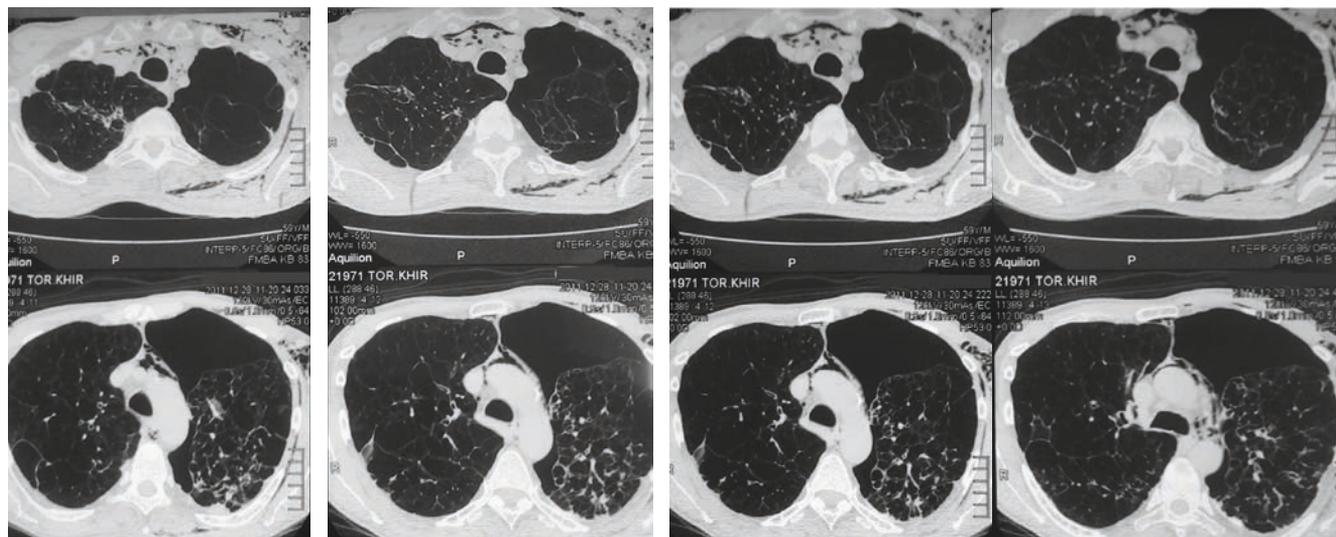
Данные КТ органов грудной клетки больного Д. с эмфизематозно-буллезными изменениями и пневмотораксом слева
